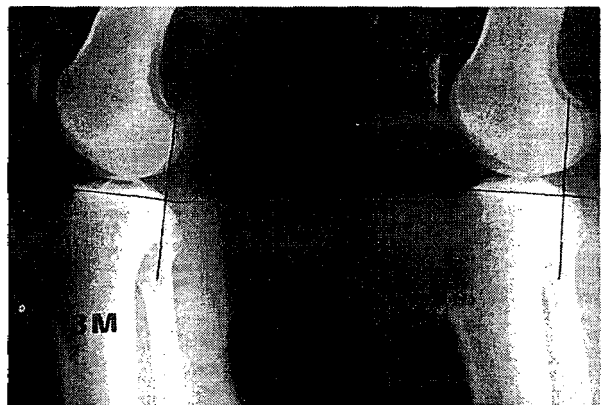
There is no significant difference between both sides of knees by stress roentgenography at 13 months after the injury.
